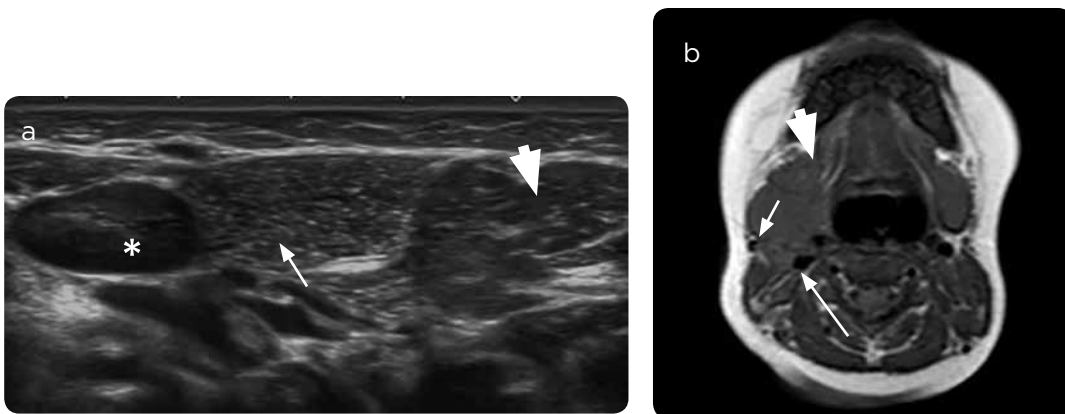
a) Ecografía y b) RM con información T1 axial: masa (flecha corta) posterior a la glándula submandibular derecha (cabeza de flecha) y anterior y lateral al espacio carotídeo (flecha larga). También se puede observar en ecografía el ganglio yugulodigástrico (asterisco).
